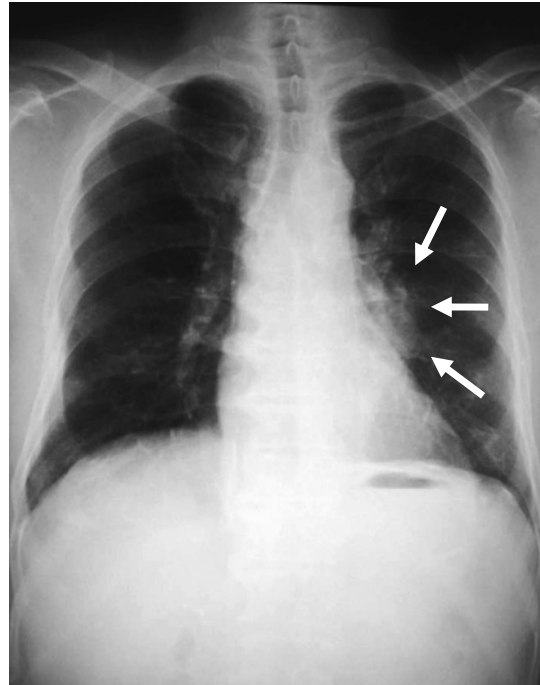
PA chest radiograph on admission shows an abnormal shadow in the left middle lung field (arrows).
